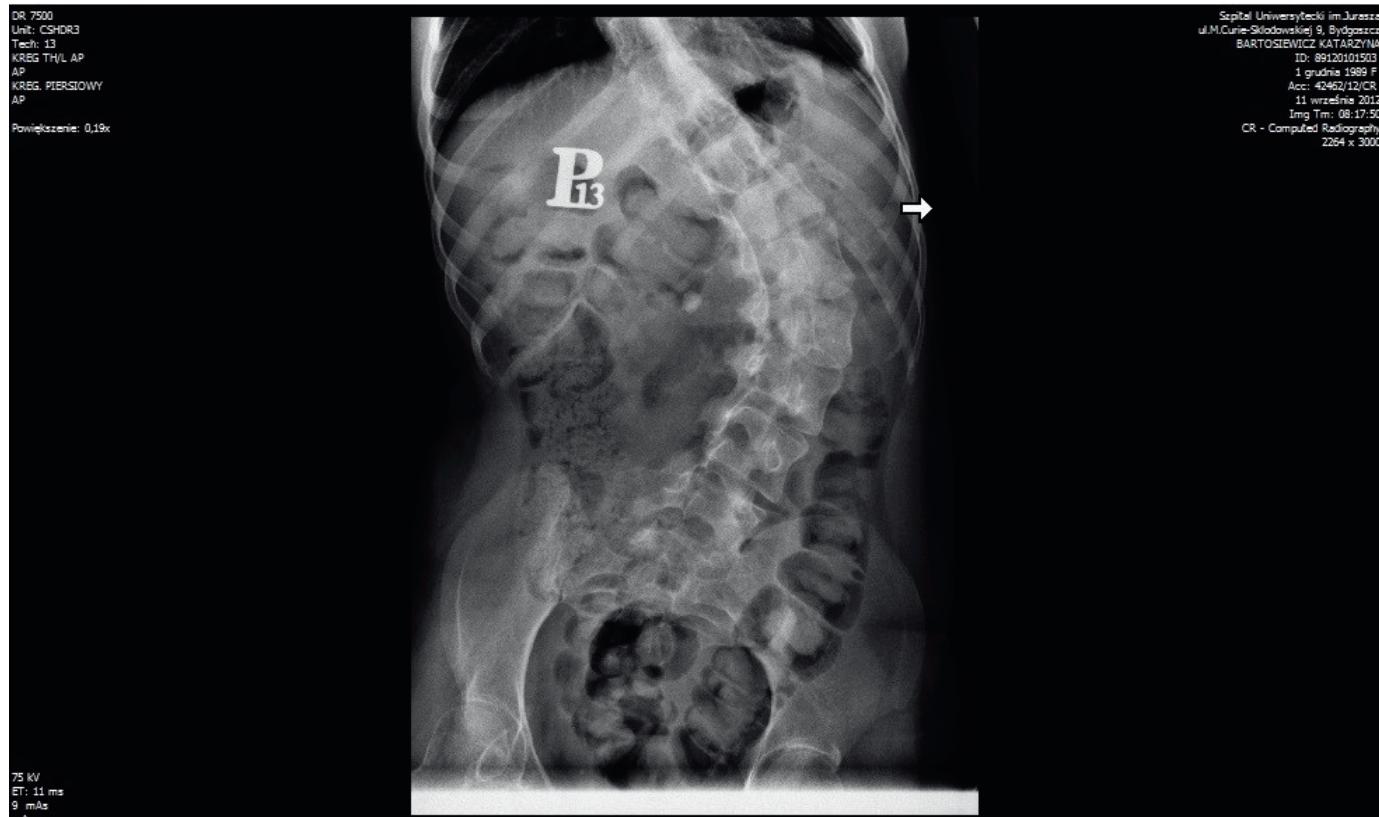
AP thoracic spine radiography, posterior view (the author's own source)
